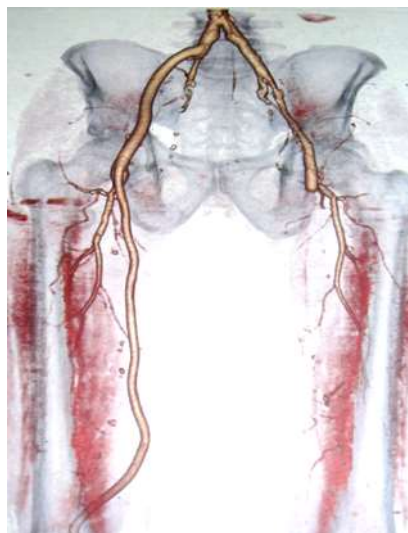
КТ-ангиография артерий нижних конечностей
